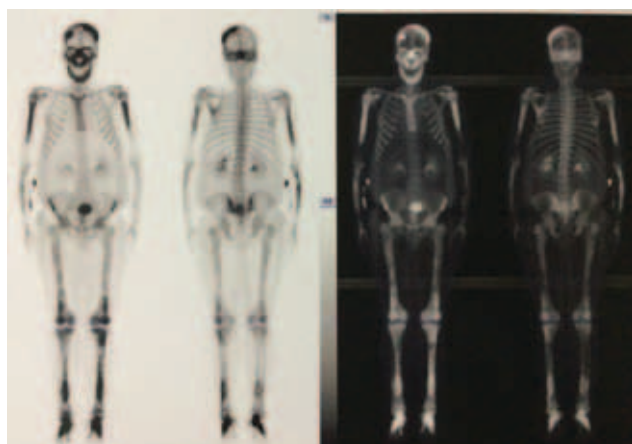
SPECT-TAC que demuestra áreas de hipercaptación en hueso frontal derecho, fronto parietal izquierdo, maxilar, mandibular, frontal supra-orbitario bilateralmente, 2/3 proximales del húmero bilateral, radio derecho, radio y cúbito izquierdo, tercio distal del fémur bilateral, rodilla, tibia, tobillo y pies.
